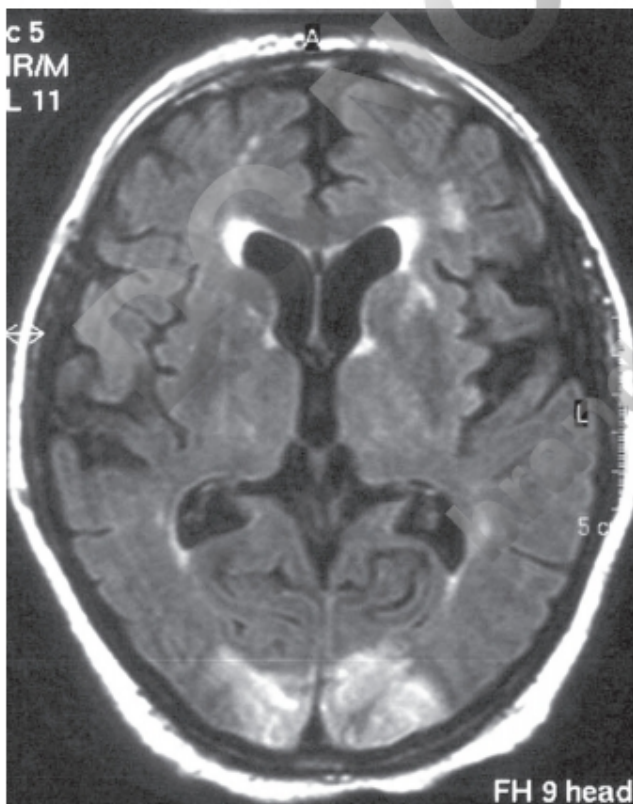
RM. Lesiones bilaterales de los lóbulos occipitales que produjeron ceguera de tipo cortical.
